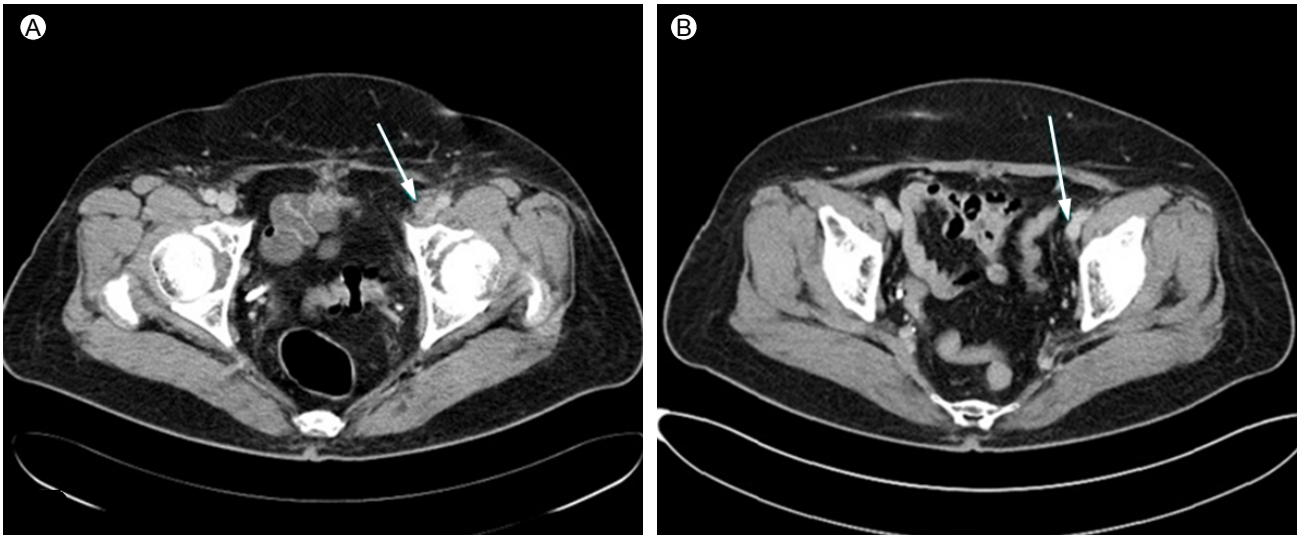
Lower extremity computed tomography (CT) angiography showing a filling defect in the right external iliac vein (arrow), indicating deep vein thrombosis (A). Thrombosis was resolved in the right external iliac vein (arrow) after 3 months of anticoagulation therapy (B).
